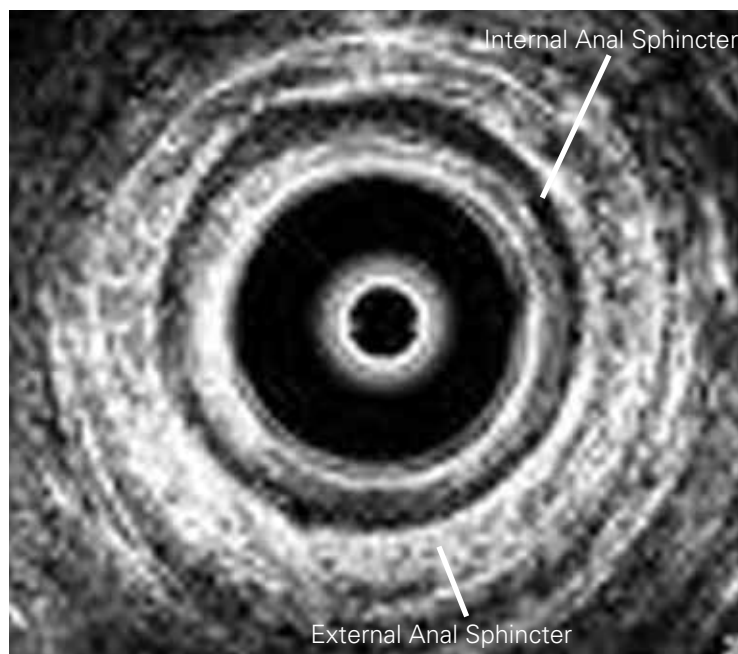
Endosonography of the anal sphincter showing the internal anal sphincter as the inner hypoechoic ringlike structure and the external anal sphincter as the outer hyperechoic ringlike structure
